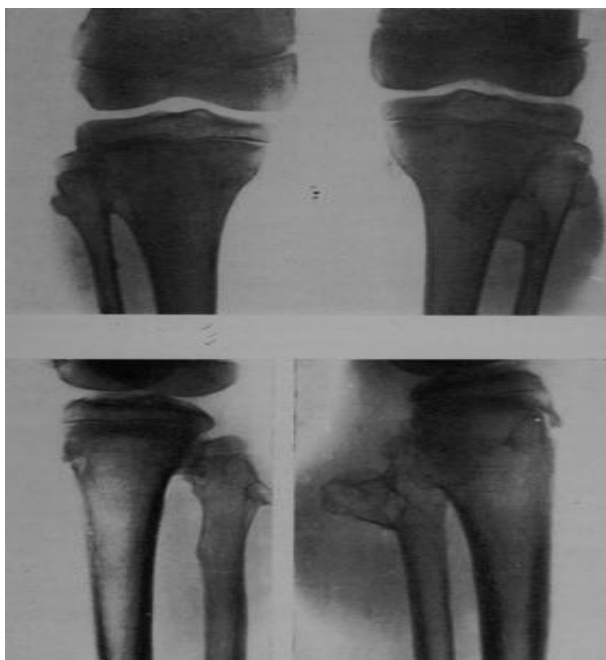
a y b. — Socorro S. Mujer, trece años. Viene aquejando múltiples bultos en todo el esqueleto, más evidentes en las piernas. Radiografía de rodillas mostrando exóstosis múltiples en tibia y peroné en su extremidad superior.
